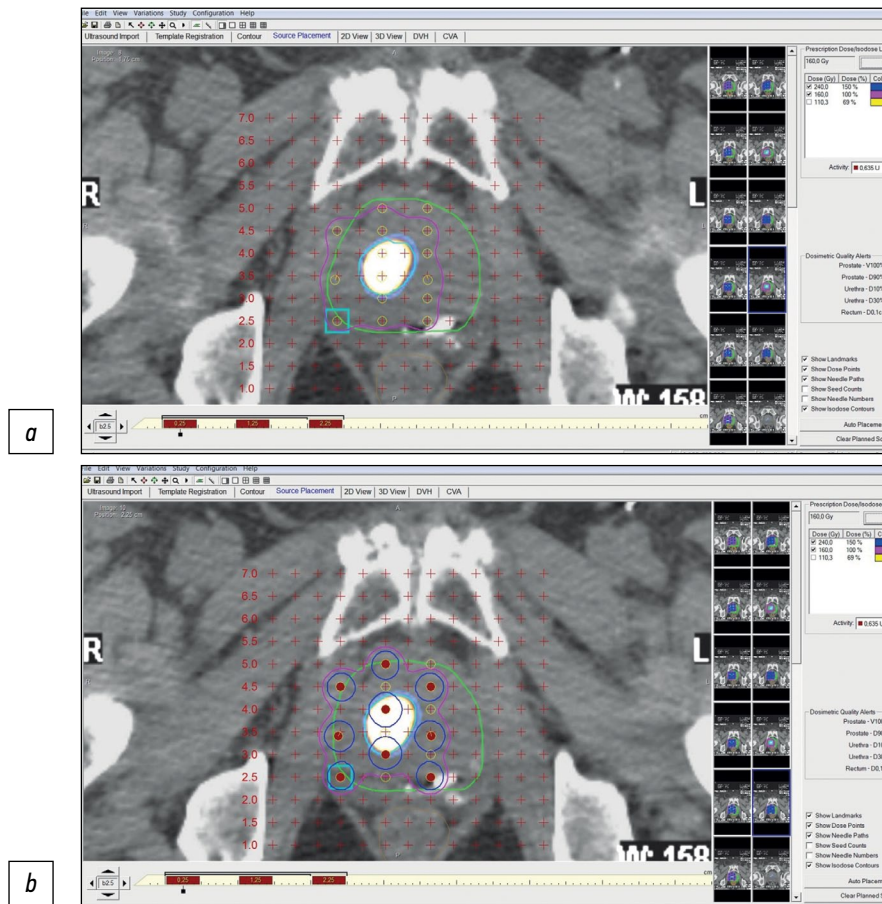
使用^{99m}Tc-HYNIC-PSMA的 SPECT/CT对局部前列腺癌进行¹²⁵I微源近距离照射的剂量规划阶段：a——地形标记；b——地形标记和近距离照射的剂量规划。
